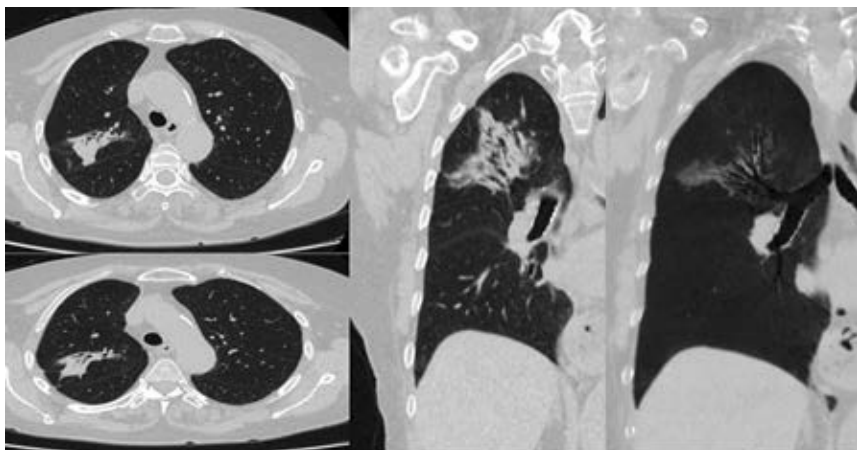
КТ-сканы в аксиальной, корональной и сагиттальной плоскостях и реконструкции с применением проекции минимальной интенсивности демонстрирующие бронхоэктазы язычковых сегментов левого легкого. Применение реконструкций позволяет четко высказаться о характере патологии
